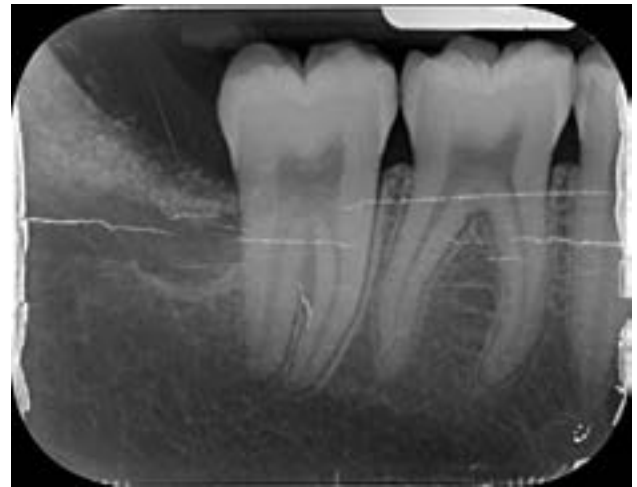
Radiografía de control 8 días después de la cirugía.
